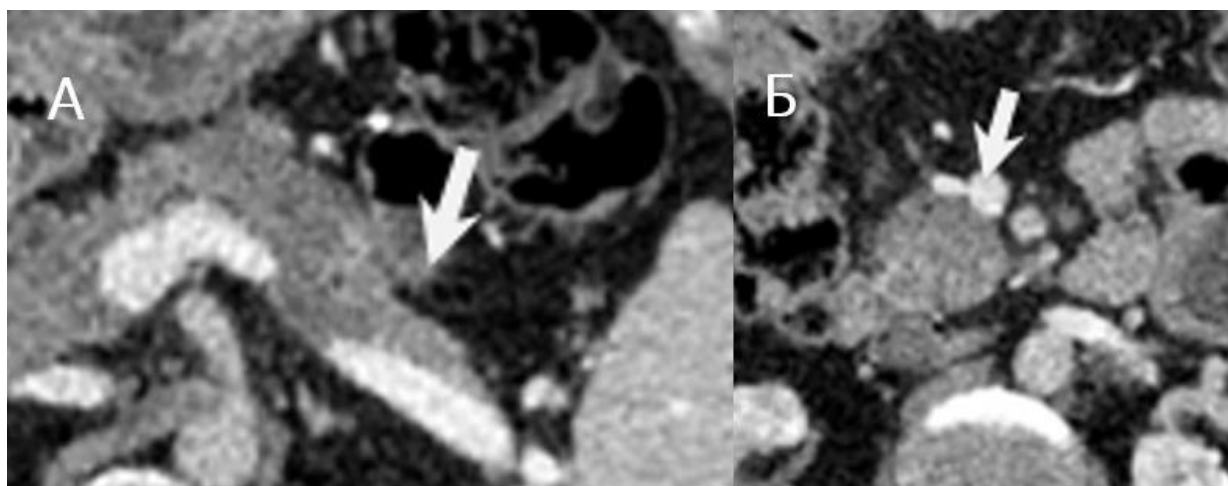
КТ: ранее выявленное образование на границе тела и хвоста не визуализируется (стрелка) (А); нормализация размеров головки поджелудочной железы (Б)
